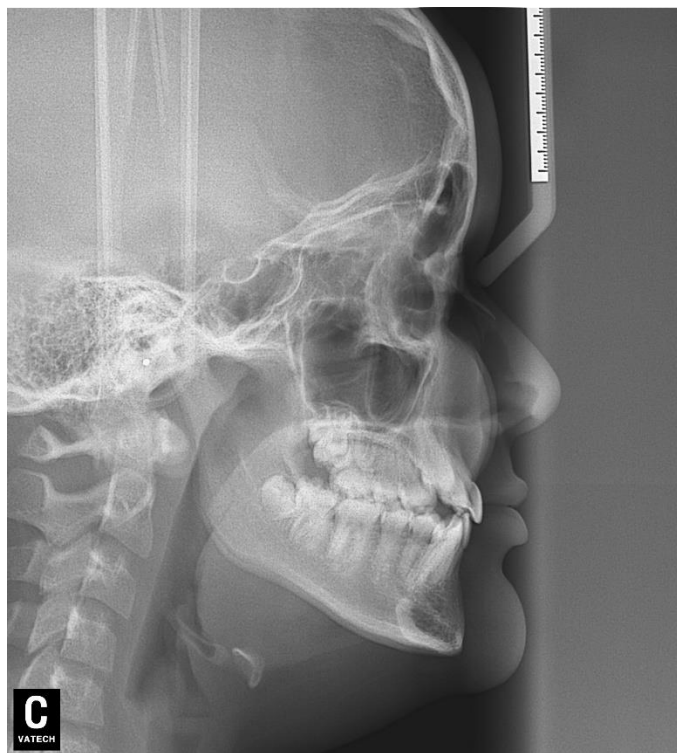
Telerradiografia em norma lateral inicial.
